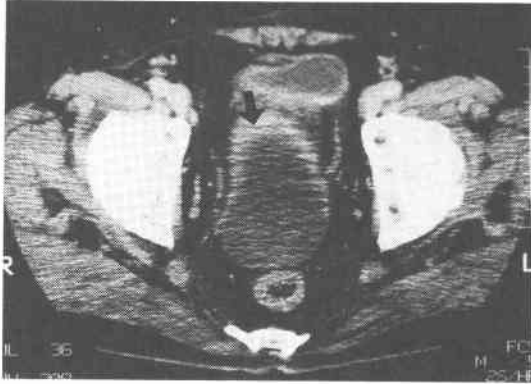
Pelvic CT. Fluid collection in the Douglas' pouch was noticed.
